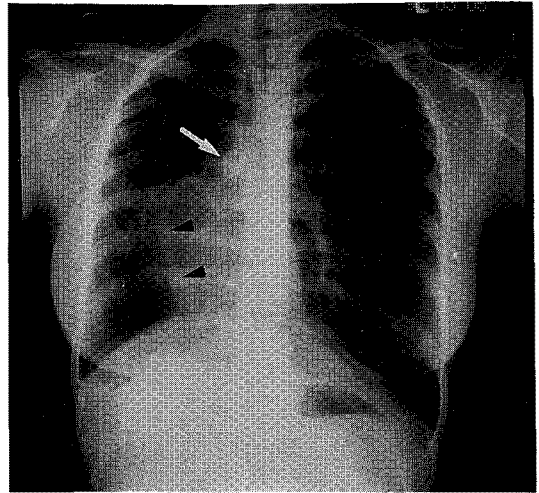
Chest radiograph shows decreased lung volume and shift to mediastinal structure with heart into right side, representing hypoplasia of the right lung. Note nodular shadow in right hilar area, representing end on of the pulmonary artery (arrow). Note tubular shadow in Right lower lung zone, representing scimitar vein (arrowheads).
